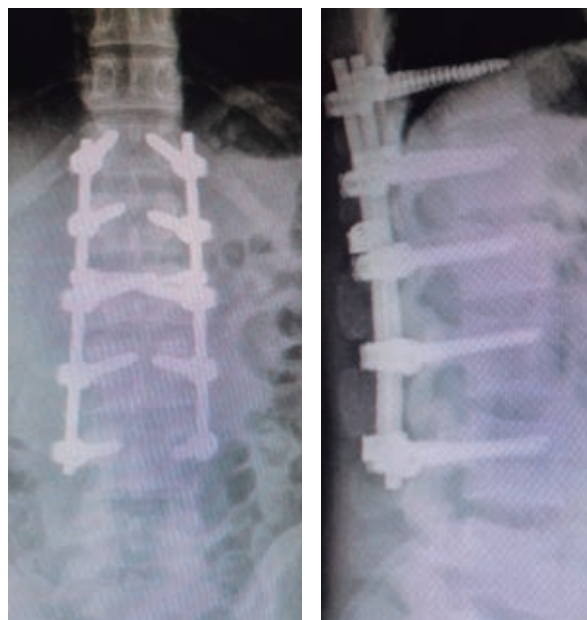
Radiografía anteroposterior y lateral de columna lumbar de control (tres meses posteriores a intervención quirúrgica).
